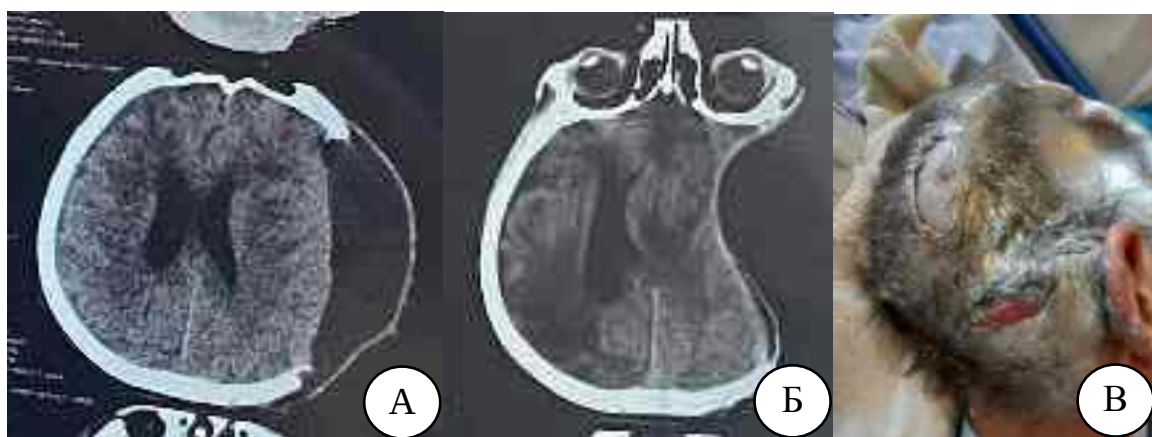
Г.6. КТ (А, Б) і фото ранового дефекту пацієнта Н.: А — гідрома в ділянці післяопераційного кісткового дефекту; Б — ПГМ; В — дефект шкіри правої тім'янопотиличної ділянки, під якою кістка розміром 4×5 см без гнійного вмісту
